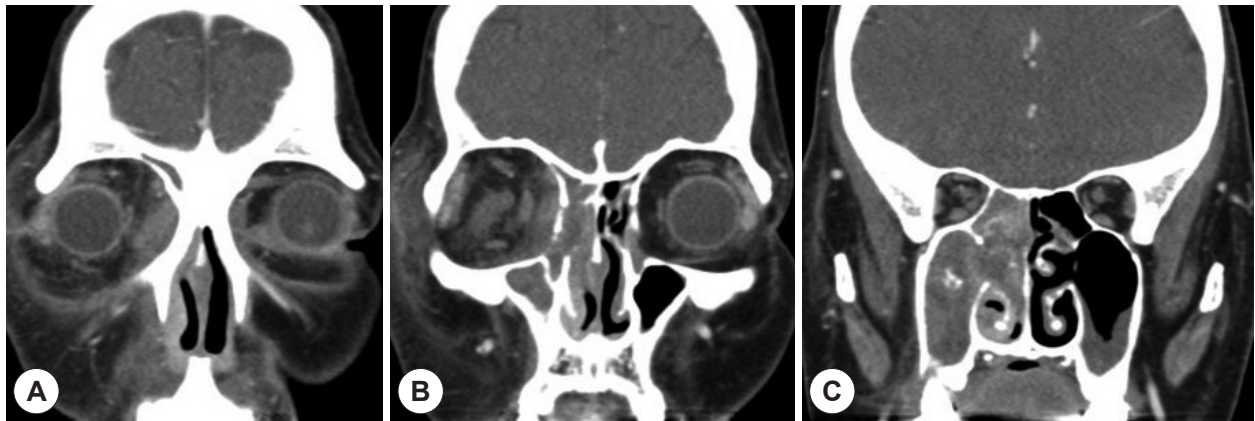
Coronal, enhanced, Orbit CT findings. CT scan reveal the right periorbital swelling (A) and soft tissue density on the right sino-nasal cavity (B), and nodular calcifications located centrally in the right maxillary sinus (C).
